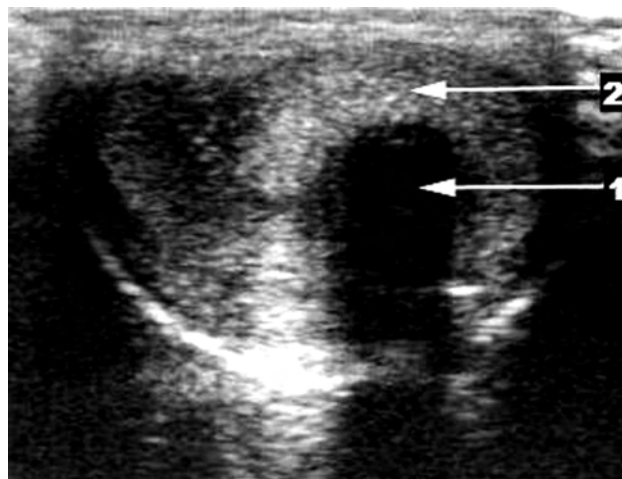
УЗИ полового члена (поперечный срез).
